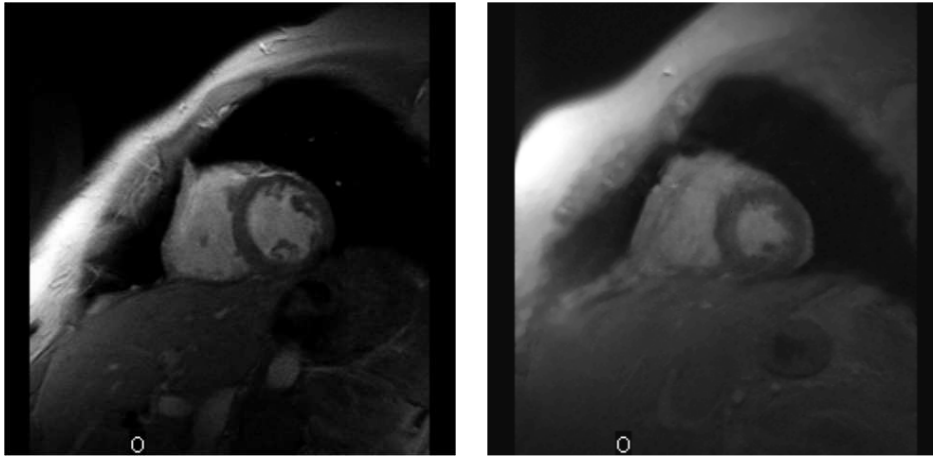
Exemples de coupes IRM anatomiques acquises sur 2 patients différents à mi-hauteur du VG approximativement en télé-diastole.
